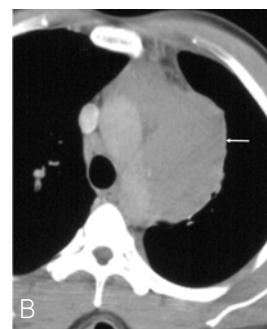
Hodgkin's disease. Chest radiography (A) and CT (B and C) show homogeneously enhancing, enlarged lymph nodes in the left anterior mediastinal (arrow on B), subcarinal (black arrow on C), and both hilar (white arrows on C) areas.
